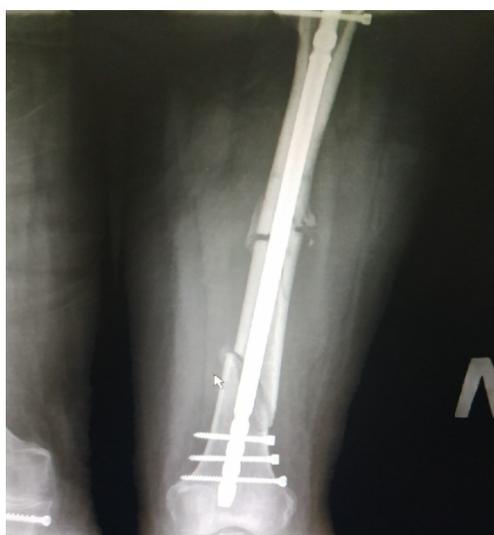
Рентгенография левой бедренной кости от 30.04.2019 года
